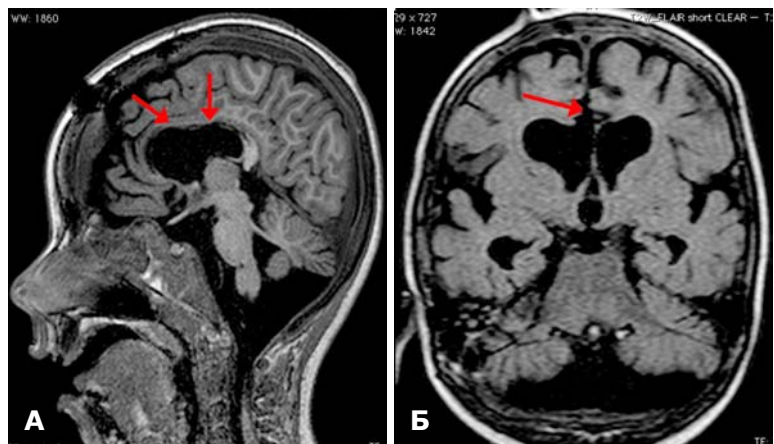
МРТ головного мозку хворого Ш. після операції. Розсічення коліна, стовбура мозолистого тіла. А — сагітальна проекція; Б — коронарна проекція.
